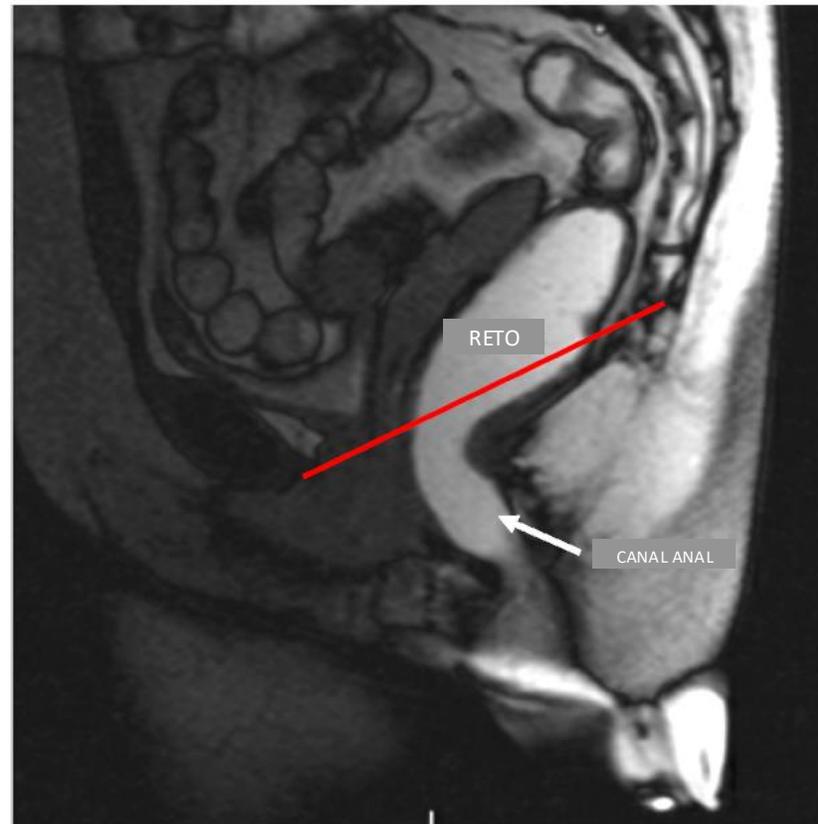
Imagem sagital de defecografia por RM mostrando o reto distendido por gel. A linha vermelha é a linha pubococcígea, que é definida como a linha que une a borda inferior da sínfise púbica à última articulação coccígea.
